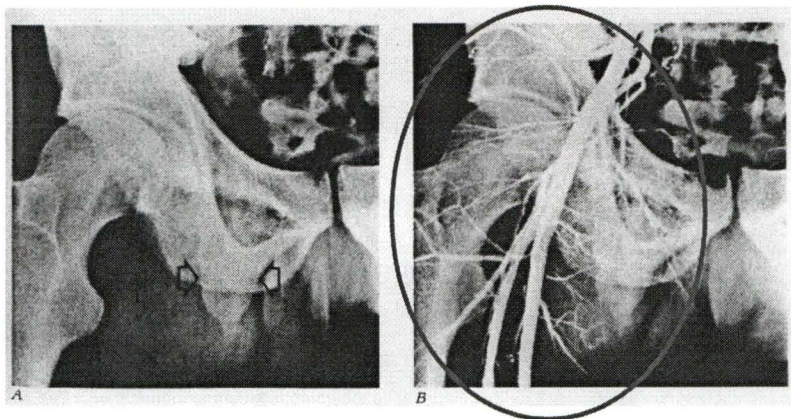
Radiographies du bassin d'un sujet A) sans substance de contraste et B) avec injection de substance de contraste (reproduit avec la permission de l'Hôpital Charles LeMoine).
